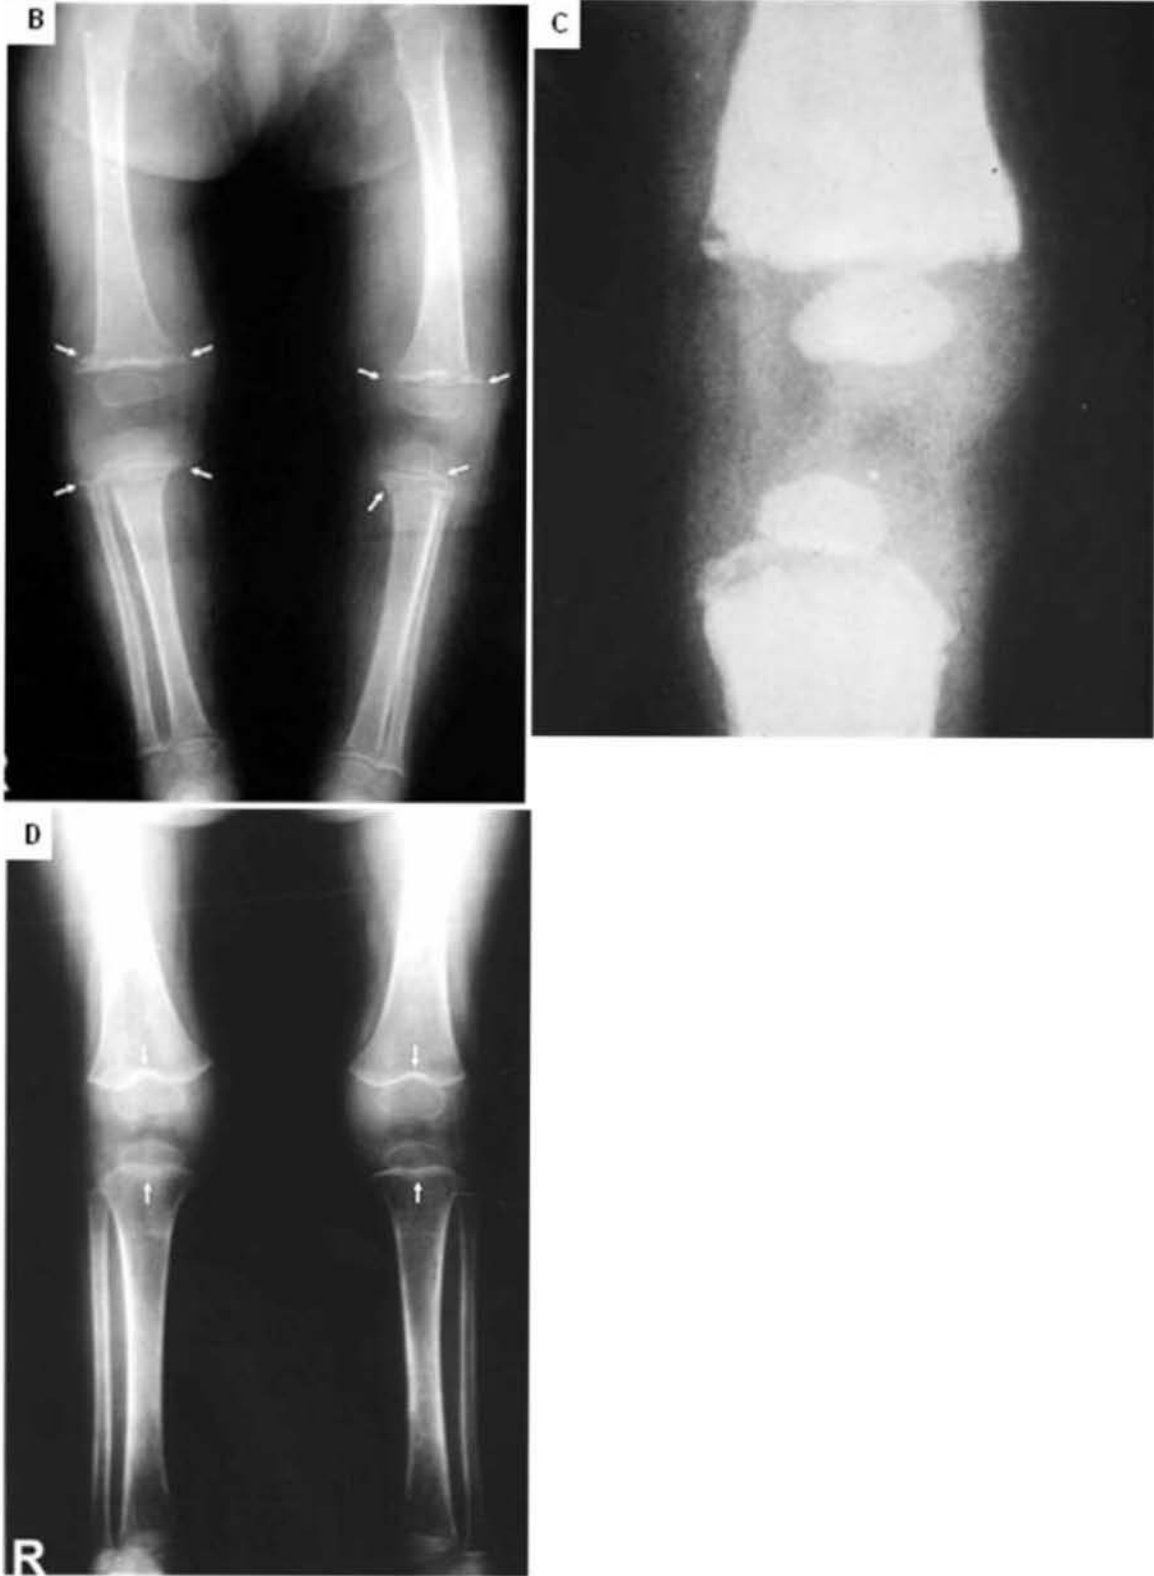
85. B. Caso de escorbuto, hay osteoporosis y espolones de Pelken en la zona de calcificación provisional. C. Radiografía clásica de lesión metafisiaria por abuso en un niño. D. Paciente con desnutrición calórico proteica, hay osteopenia, osteoporosis y marcada reducción de volumen muscular y de tejidos blandos.
